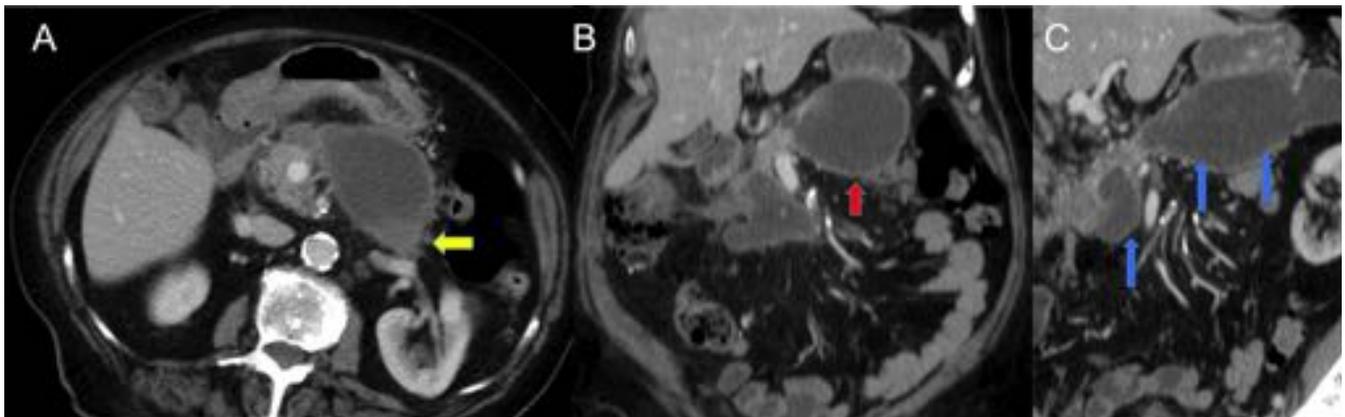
Control TC tras 6 semanas de pancreatitis aguda necrótica. Imagen A corte axial en fase portal que muestra colección pancreática con densidad heterogénea en el interior (flecha amarilla). Imagen B corte coronal que muestra colección de pared (flecha roja) bien definida. Imagen C corte oblicuo que muestra gran colección pancreática de bordes definidos con áreas heterogéneas en el interior.
